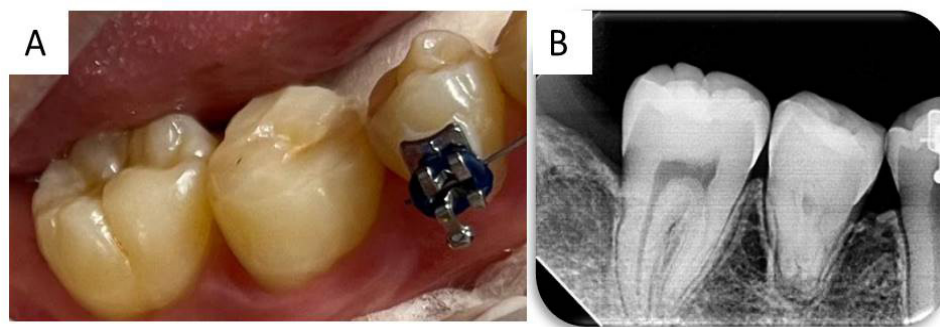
Imagens clínicas e radiográfica da consulta de 2 anos de proervação do caso: A) aspecto clínico vestibular; B) radiografia periapical de controle
